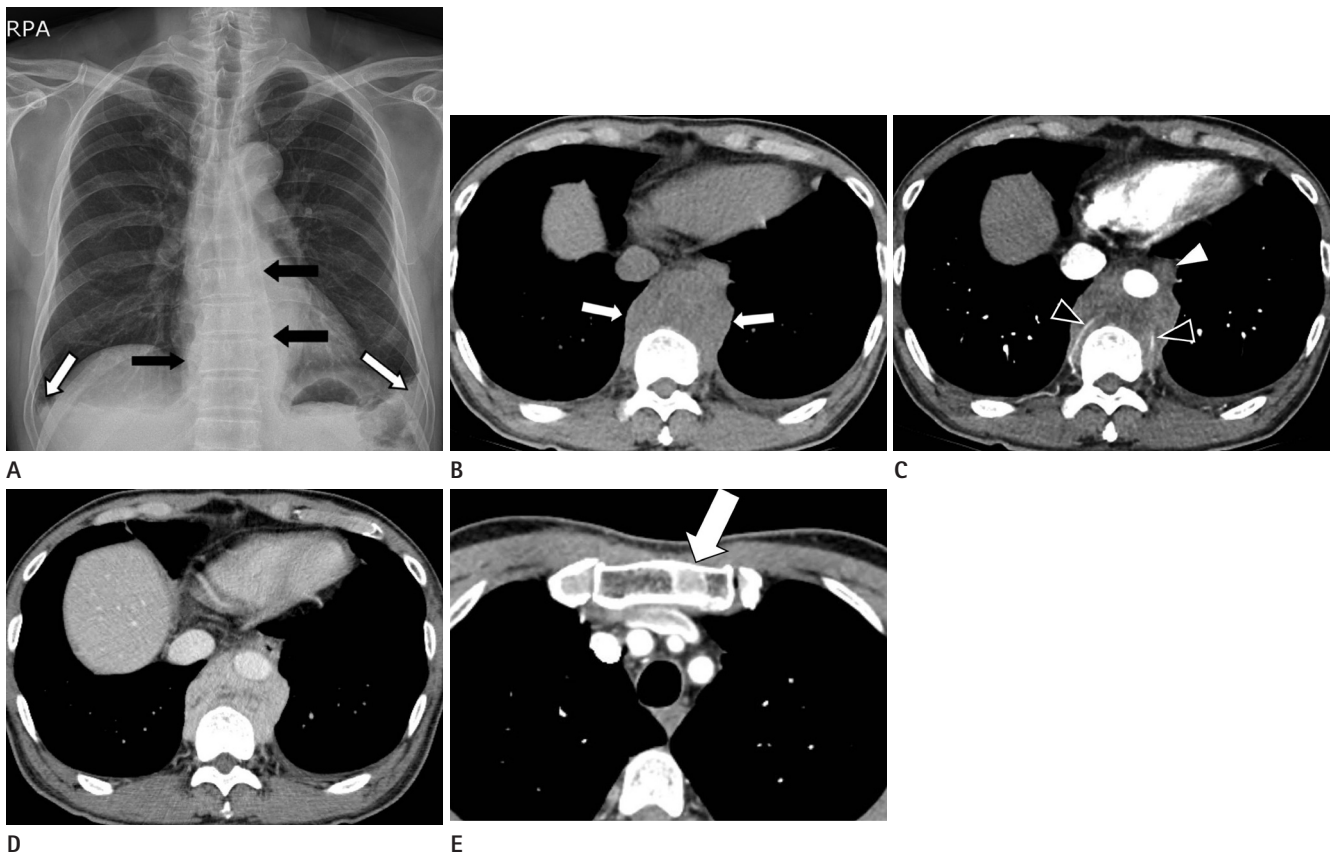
Plain radiograph and chest CT scan in 67-year-old man with multiple solitary plasmacytomas. Plain radiograph (A) shows thickening of the bilateral paravertebral stripe (black arrows) and bilateral pleural effusion (white arrows). Pre-contrast (B) and post-contrast chest CT (C) images show a heterogeneously enhanced soft tissue mass (white arrows) in the posterior mediastinum at T10 level. Mass encases the abdominal aorta and intercostal arteries (black arrowheads) without definite evidence of invasion. Esophagus (white arrowhead) is replaced anteriorly. Delayed phase of abdominal CT (D) image shows gradual and heterogenous enhancement. Post-contrast CT (E) image shows a round shape osteolytic lesion with sclerotic rim (arrow) in the manubrium of the sternum.
